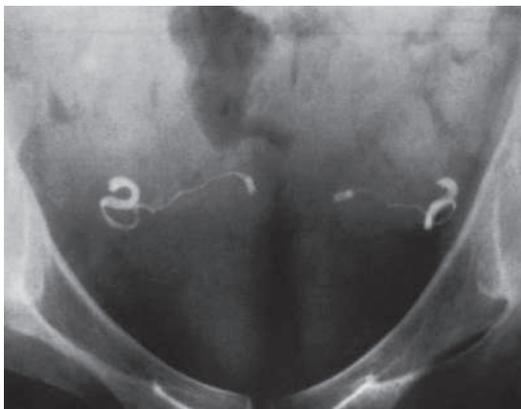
Рентгеновский снимок, подтверждающий наличие двух пробок
